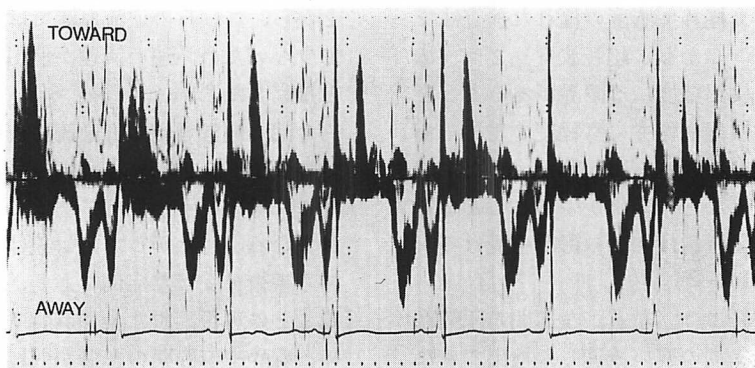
Pulsed Doppler echocardiogram from a case in group B.
